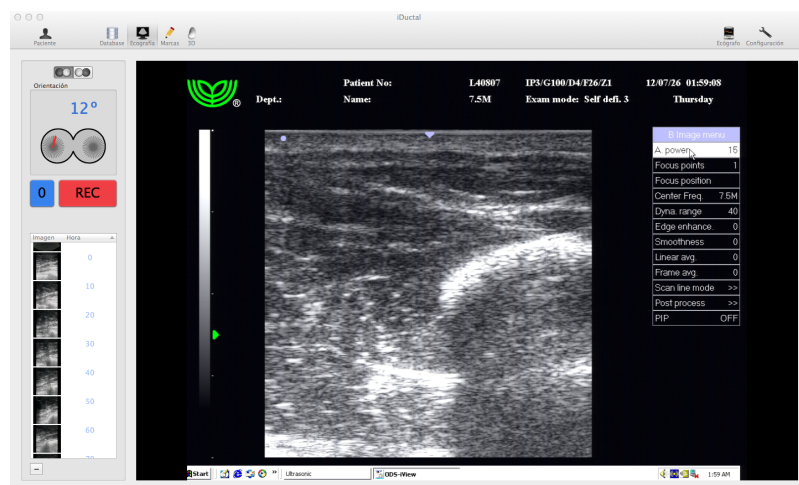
Captura de pantalla del módulo *Ecografía*.
